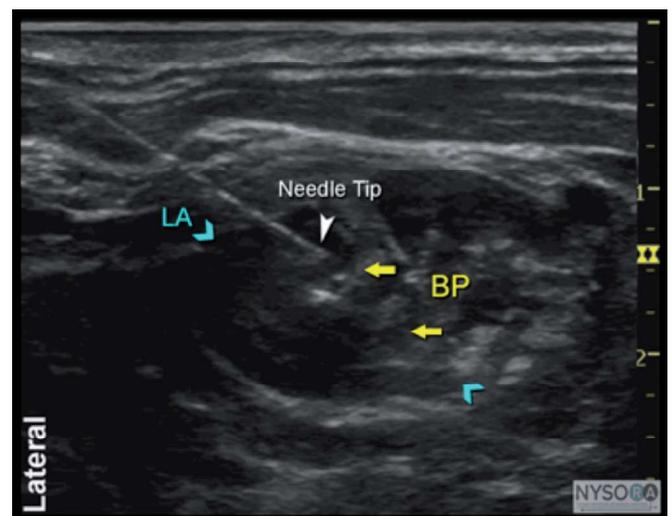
Anatomía del plexo braquial interescalénico mediante ultrasonografía, abordaje en plano (BP: plexo braquial interescalénico; Needle Tip: punta de la aguja; LA: zona de distribución del anestésico local). www.nysora.com, *ultrasound guided interscalene brachial plexus block*.
